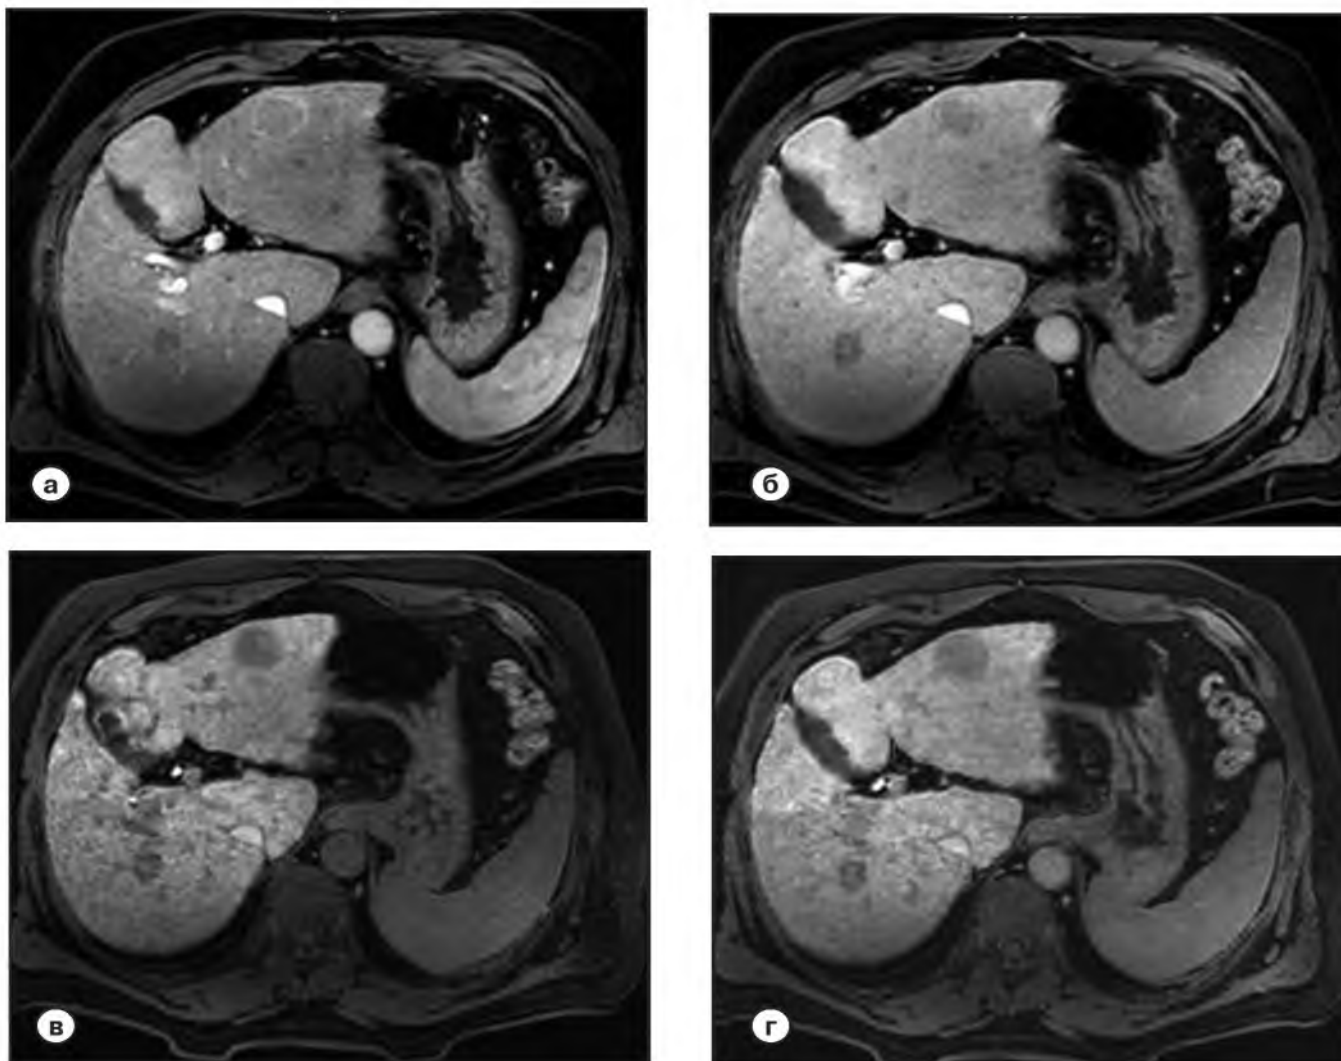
Магнитно-резонансные томограммы печени с болюсным контрастным усилением (гадоксетовая кислота).
